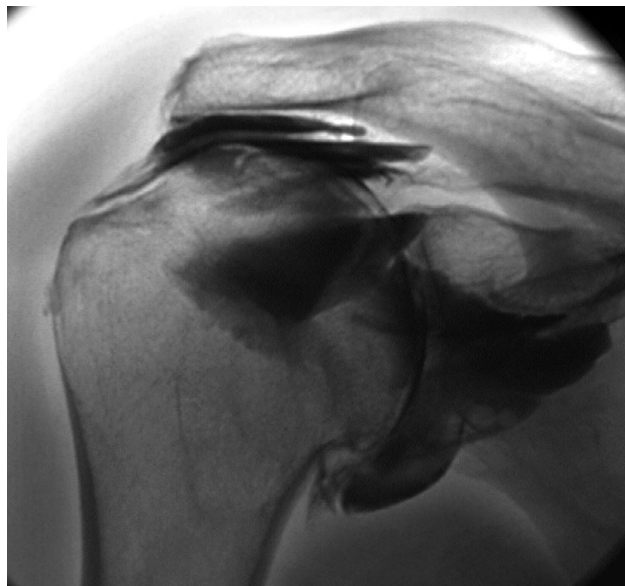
Rtg-snímek – inoperabilní ruptura RM
